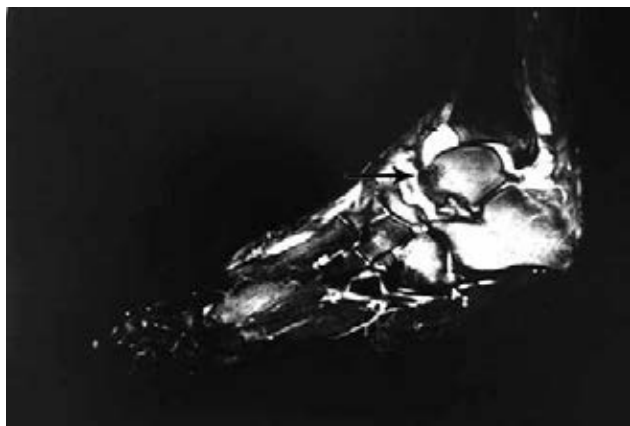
Resonancia magnética de tobillo y tarso izquierdo. En el corte longitudinal se observa osteonecrosis del astrágalo.
